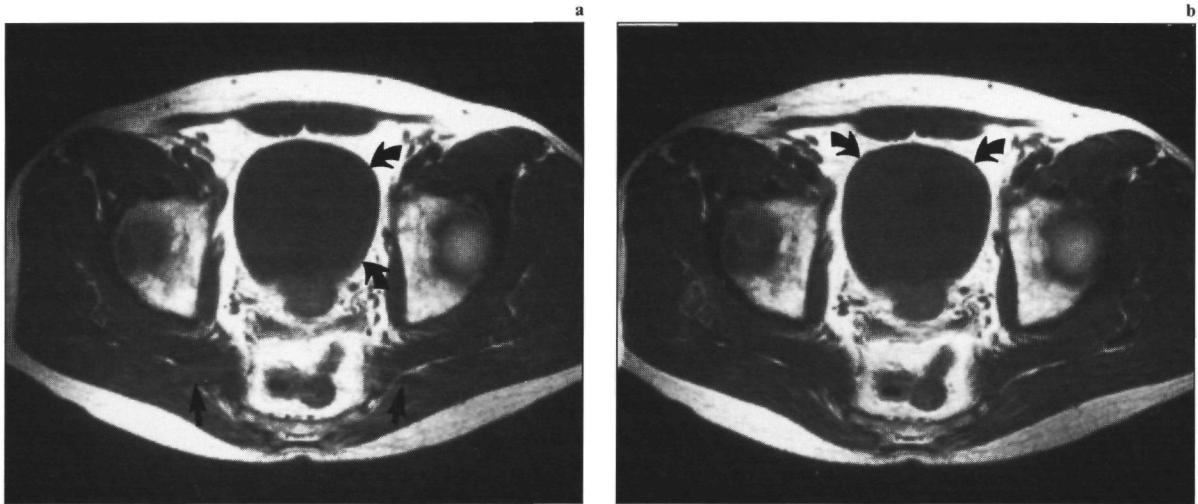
MRI-opnamen met identieke parameters (1,5 T; SE/750/30/2). (a) Bij voor-achterwaartse 'preparatie'-richting is het 'fat-shift' artefact (gebogen pijlen) in L-R en zijn de bewegingsartefacten (rechte pijlen) in voor-achterwaartse richting zichtbaar; (b) Bij L-R 'preparatie'-richting is het 'fat-shift' artefact in voor-achterwaartse richting. De bewegingsartefacten in L-R richting zijn nauwelijks herkenbaar.
